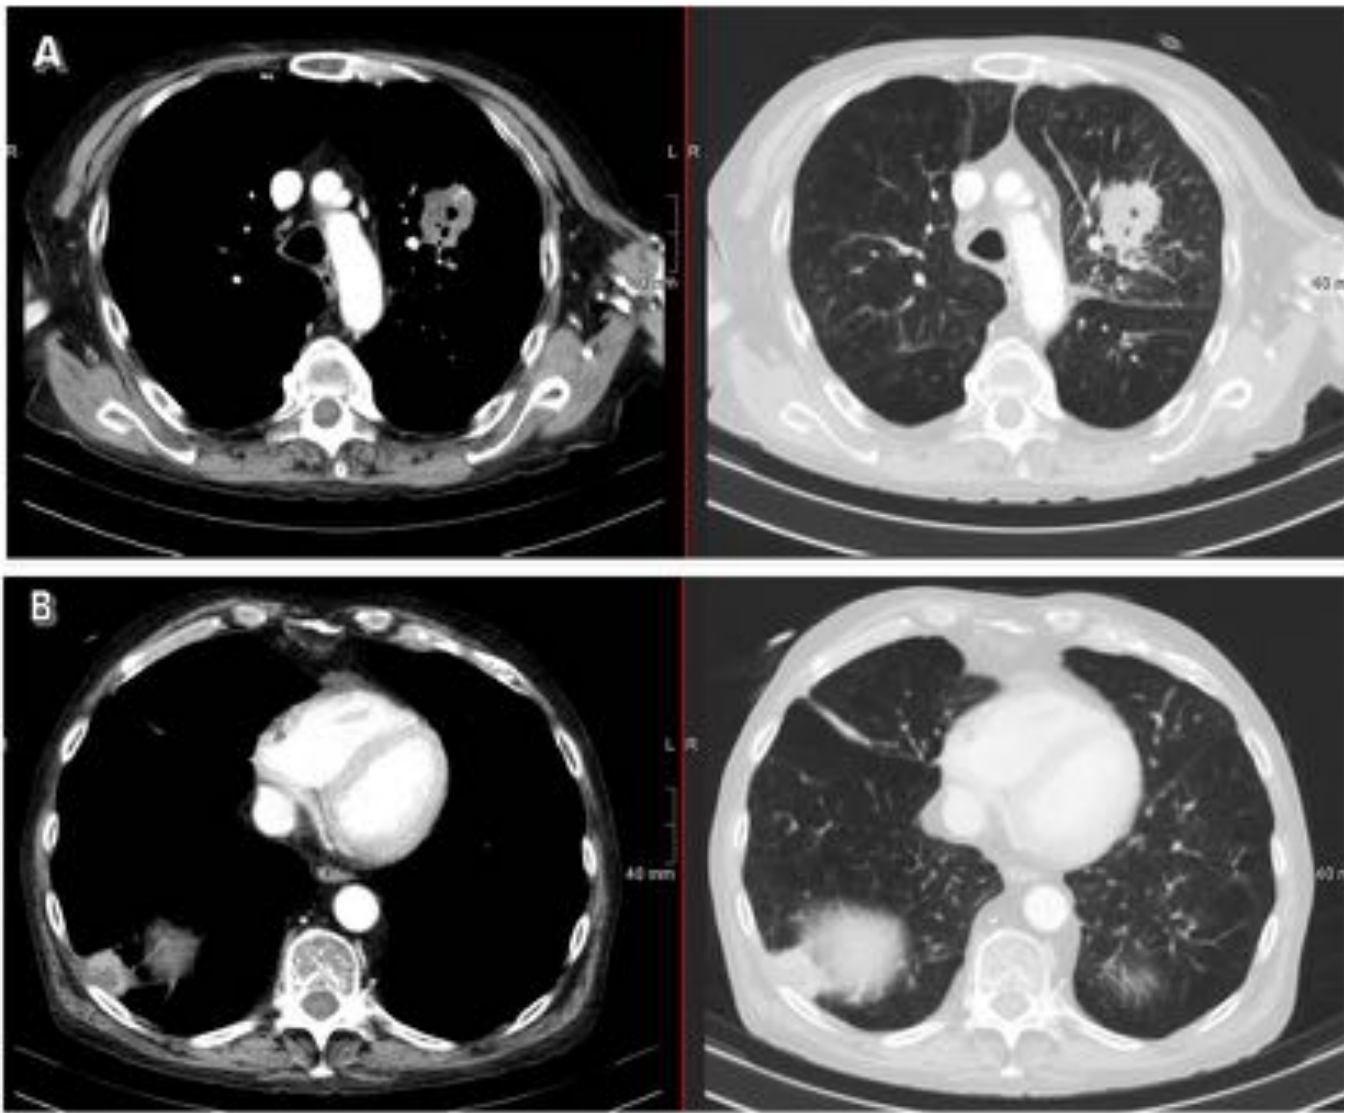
Paciente con EPOC en tratamiento prolongado con corticosteroides. La TC de tórax con contraste muestra nódulos con realce heterogéneo en el lóbulo superior izquierdo (con cavitación) y en la base del pulmón derecho, ambos consistentes con el diagnóstico de abscesos pulmonares. Los cultivos de sangre confirmaron la etiología de Nocardia.
